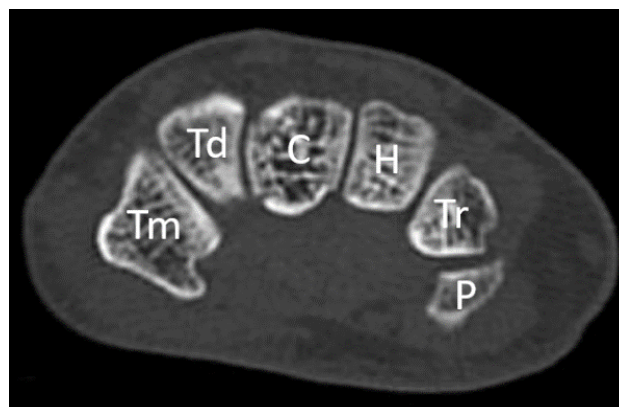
TC con corte axial a nivel de la segunda hilera del carpo y parte cubital de la primera. Tm: trapecio; Td: trapezoide; H: ganchoso; Tr: piramidal; P: pisiforme. TC: Tomografía Computarizada
